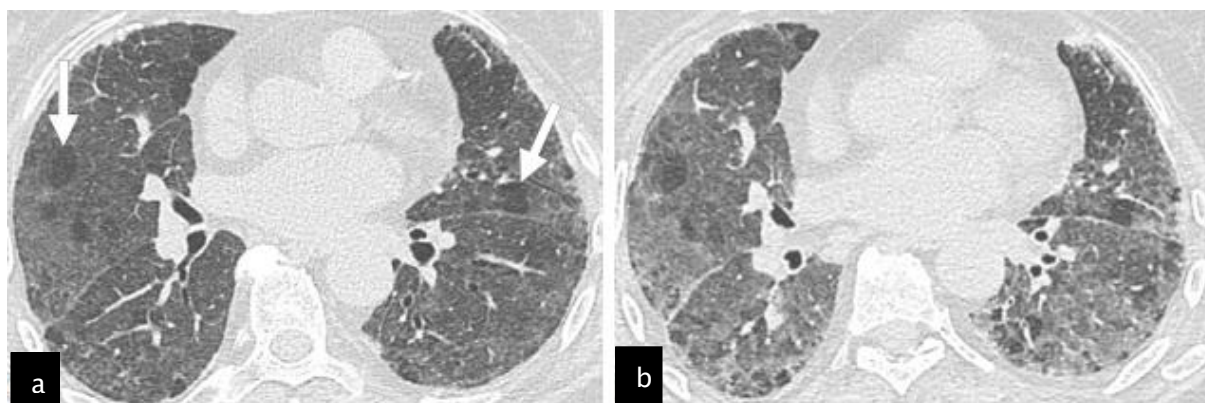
TDM thoracique en coupe axiale. L'acquisition en inspiration (a) montre un verre dépoli diffus avec nombreux lobules hypodenses (flèches). En expiration forcée(b), on note une accentuation des lobules hypodenses, siège de piégeage aérien, dans le cadre d'une PHS non fibrosante.
